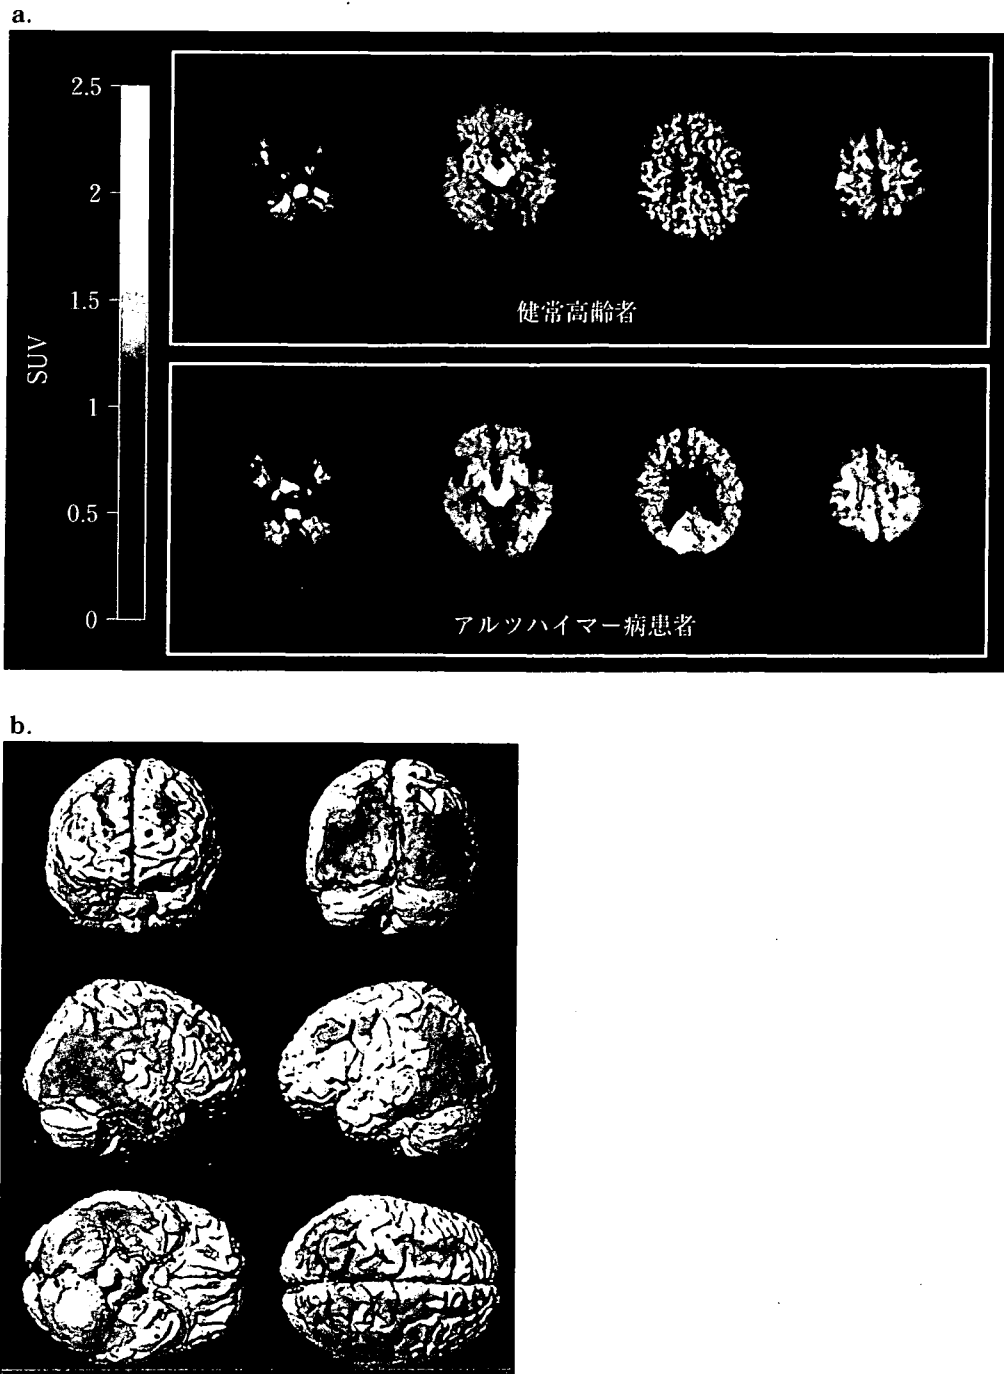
$[^{11}\text{C}]\text{BF-227}$ 投与後 20-40 分の PET 画像 (a), アルツハイマー病患者での集積上昇部位 (b)
